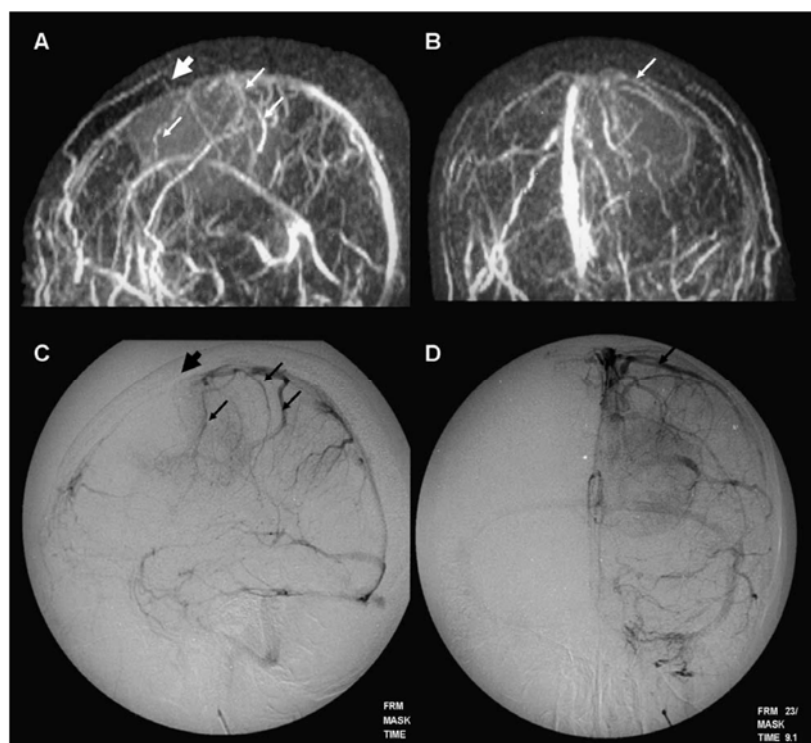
Сравнение ФК-МРТ и ЦСА. А и Б – ФК-МРТ. С и D – ЦСА. Методы сопоставимы по эффективности. Большая стрелка – окклюзия ВСС. Маленькие стрелки – парасинусные вены [87]
